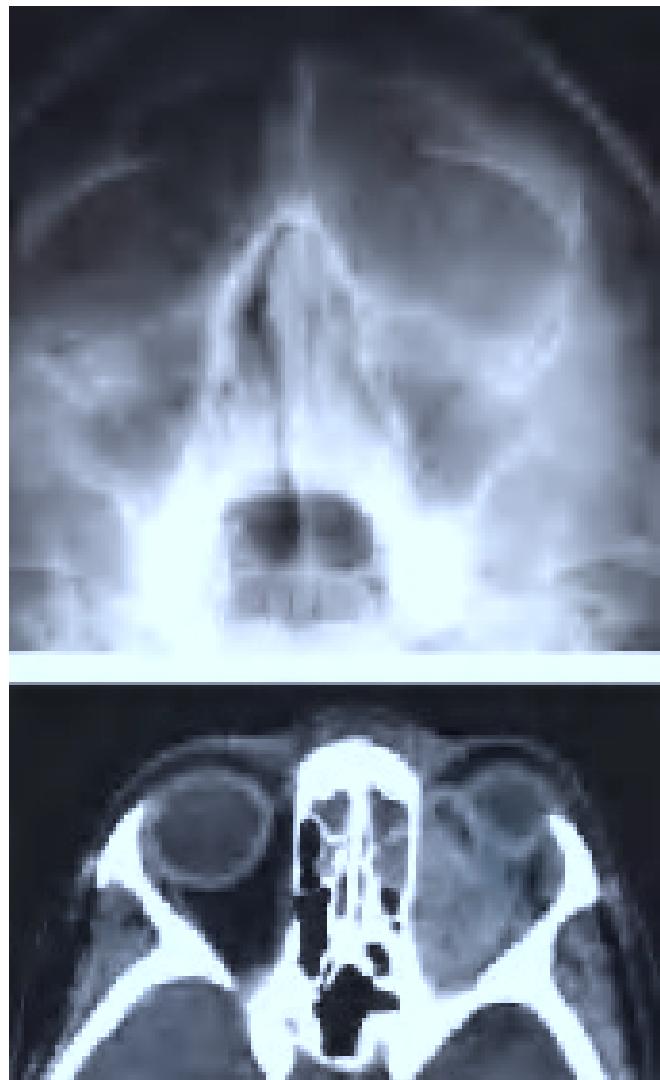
Técnicas de imagen: Radiografía (proyección de Waters). TAC de senos paranasales.
